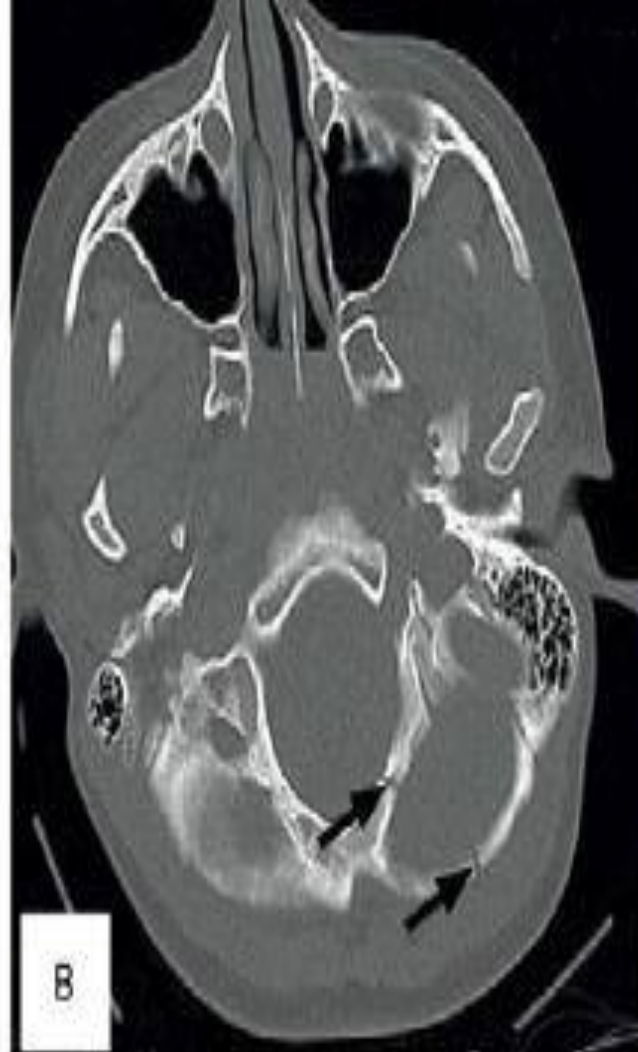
Radiological diagnosis of fractures of the base of the skull. (A) CT scan of the base of the skull showing a basilar skull fracture (bottom arrow) and isolated air-fluid level in the sphenoid sinus (top arrow), which is characteristic of basilar skull fracture. (B) CT scan with occipital basilar skull fractures. (C) CT scan showing 3-D reconstruction shows basilar skull fracture (arrow).
